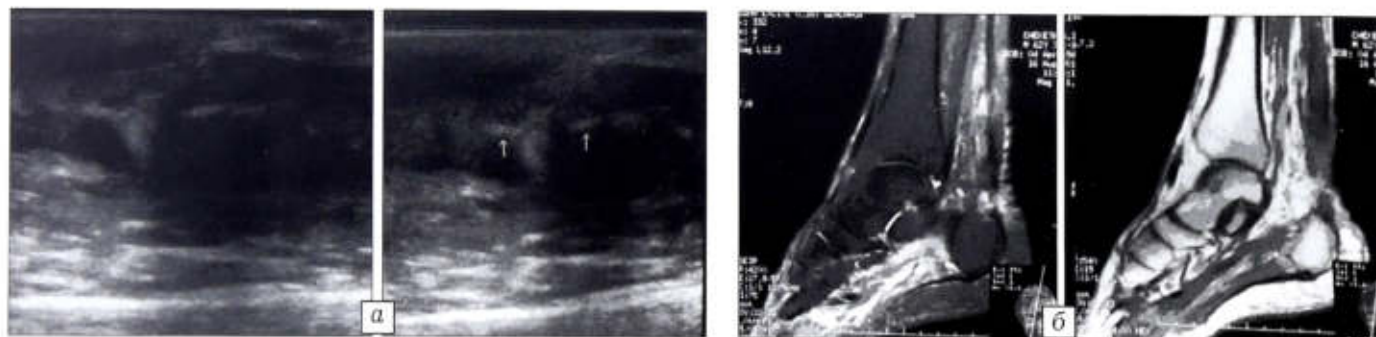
Данные УЗИ (а) и МРТ (б) через 6 нед после операции.
